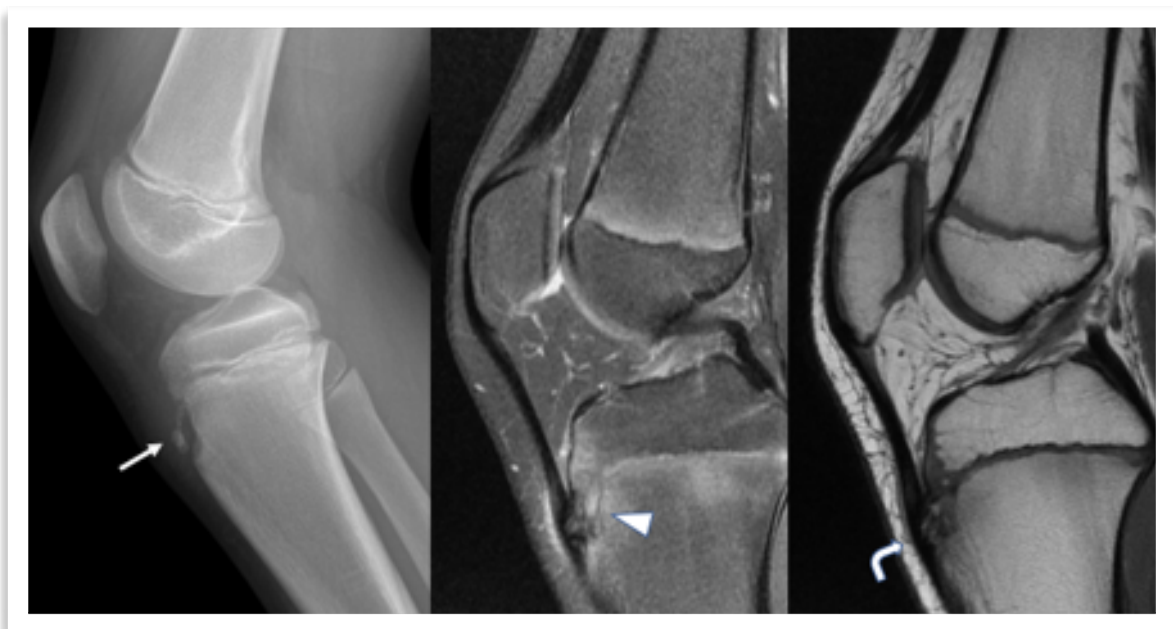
Osgood-Schlatter: En Rx simple fragmentación de la Tuberosidad tibial anterior (flecha recta). En RM Edema óseo fragmentación de la TTA, edema en tejido blando adyacente (cabeza de flecha) y leve engrosamiento del tendón patelar (flecha curva).
